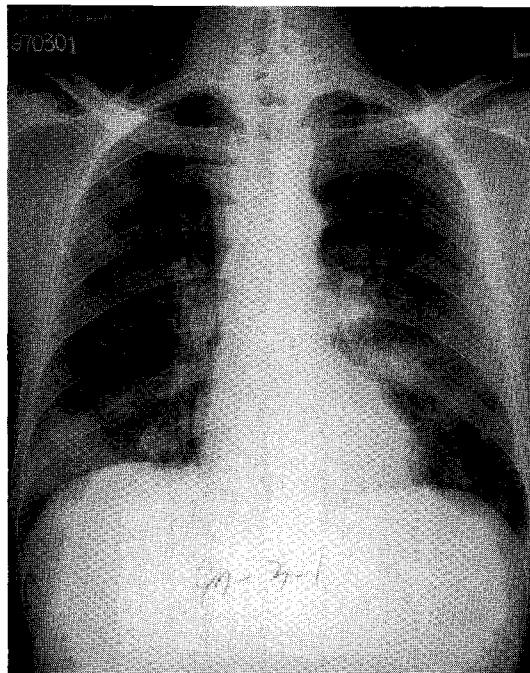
Initial chest radiograph shows bilateral multiple lung nodules.
